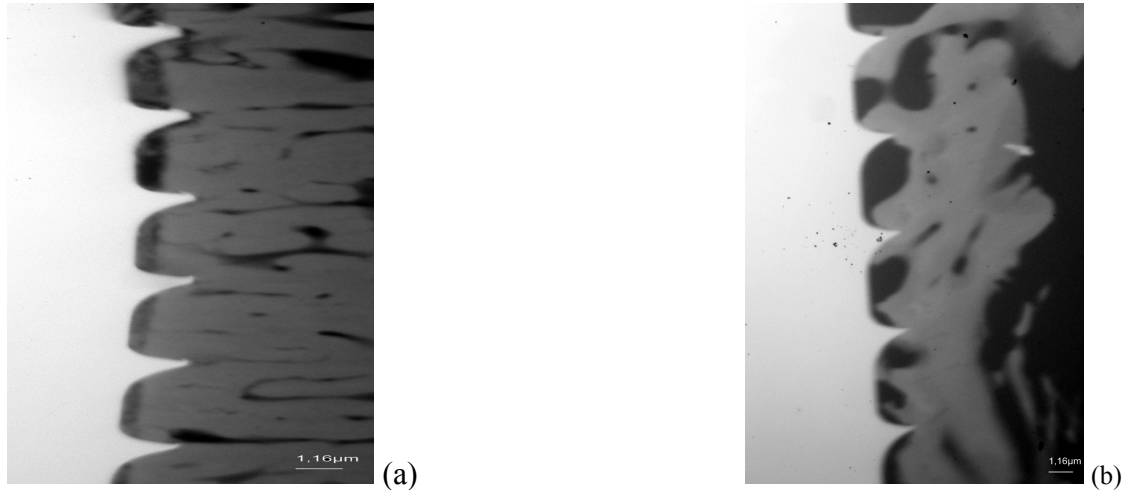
höher vergrößerte Ansicht zur Osseointegration des Implantats auf Testseite (a) und Kontrollseite (b); Mikroradiographie
